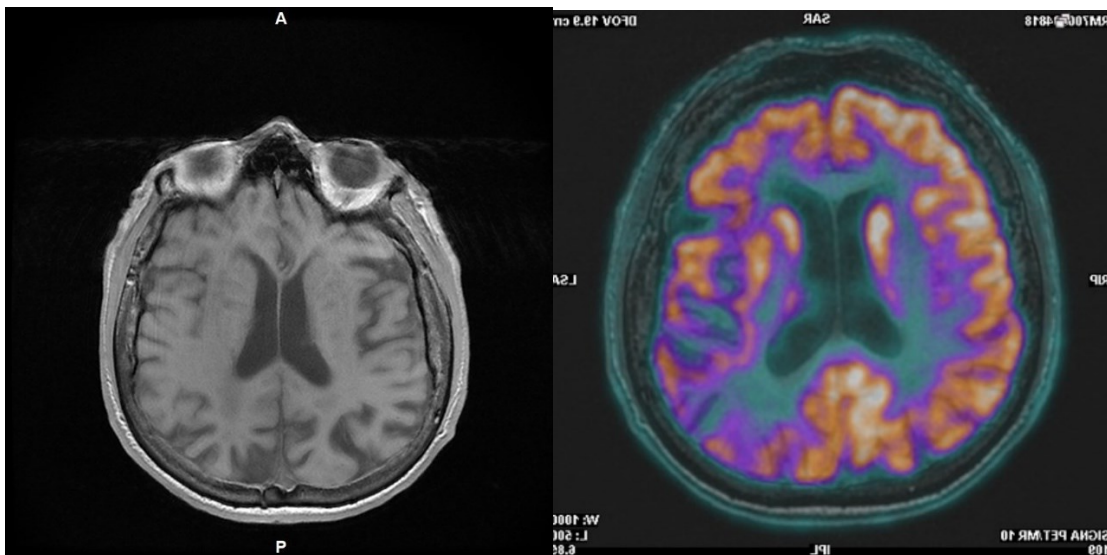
sezioni trasversali encefaliche di una paziente affetta da Alzheimer, acquisite tramite PET/RM. A sinistra l'immagine di Risonanza magnetica a Destra l'acquisizione PET
